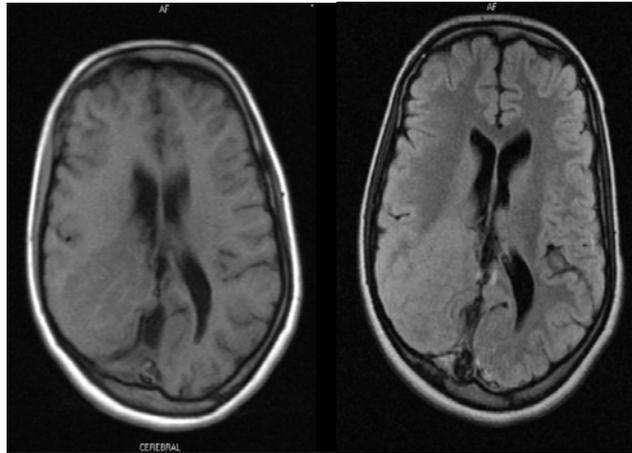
Resonancia magnética en secuencias de T1 y Flair. Imagen hipointensa en T1 e hiperintensa en Flair, con igual intensidad de señales que la sustancia gris temporoparietooccipital derecha. Asimetría de hemisferios cerebrales y ventrículos laterales.
